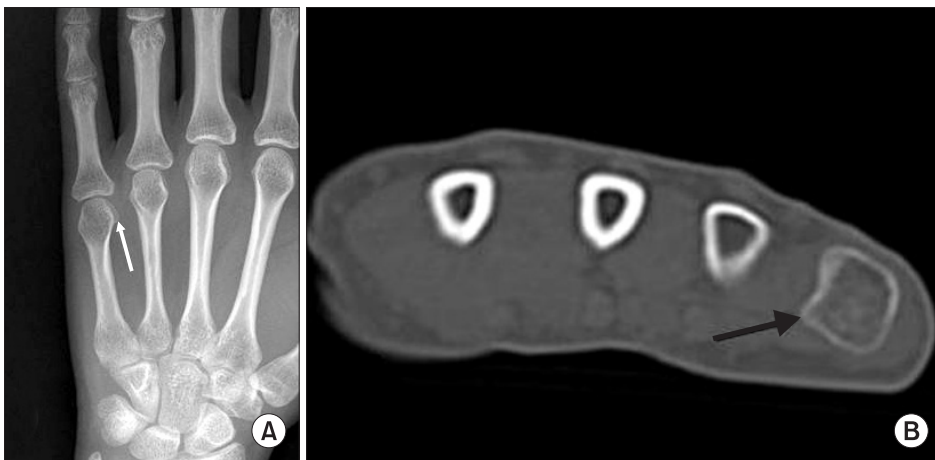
Plain radiograph (A) and computed tomography (B) show a bony protrusion at the radiopalmar aspect of the radial condyle of the 5th metacarpal head (arrows).
